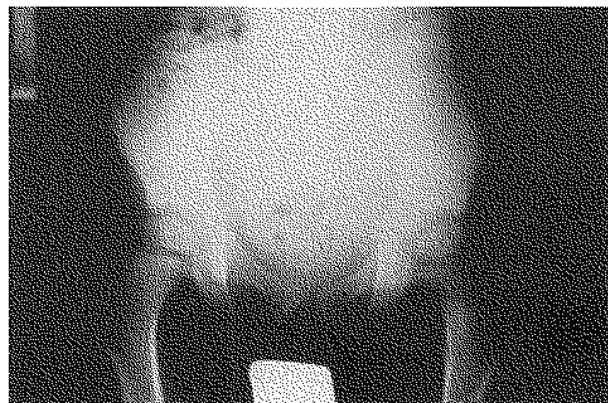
Radiographie initiale du bassin.
